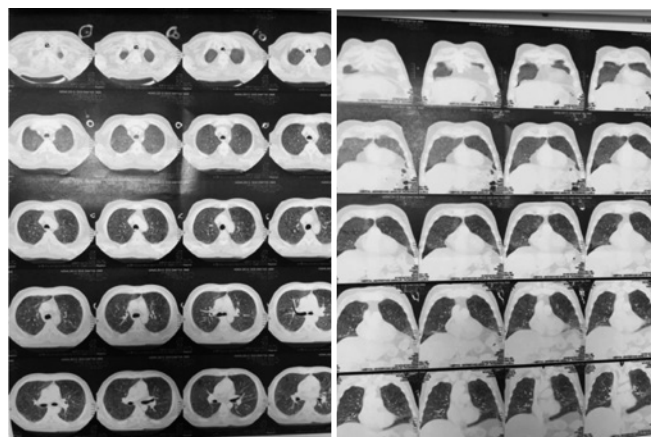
Tomografia de tórax, realizada no dia 6 de agosto de 2015. O laudo concluiu por mediastino sem alterações; atenuação em “vidro fosco” difusa; opacidade confluenta no segmento lateral do lobo médio direito e lingular inferior à esquerda e da ápico posterior esquerdo, com broncogramas aéreos. Condensações confluentes periféricas no segmento basal lateral e posterior do lobo inferior direito e aspectos em árvore em brotamento no basal posterior direito. Não havia derrame pleural. Pneumopatia intersticial com pneumonia associada.
